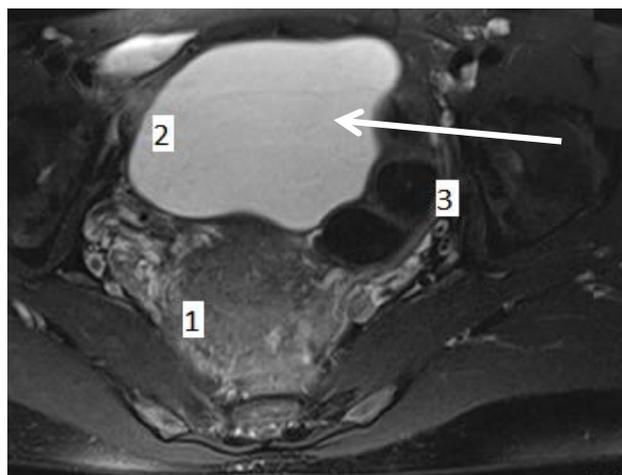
МРТ органов малого таза с контрастированием, горизонтальный срез
